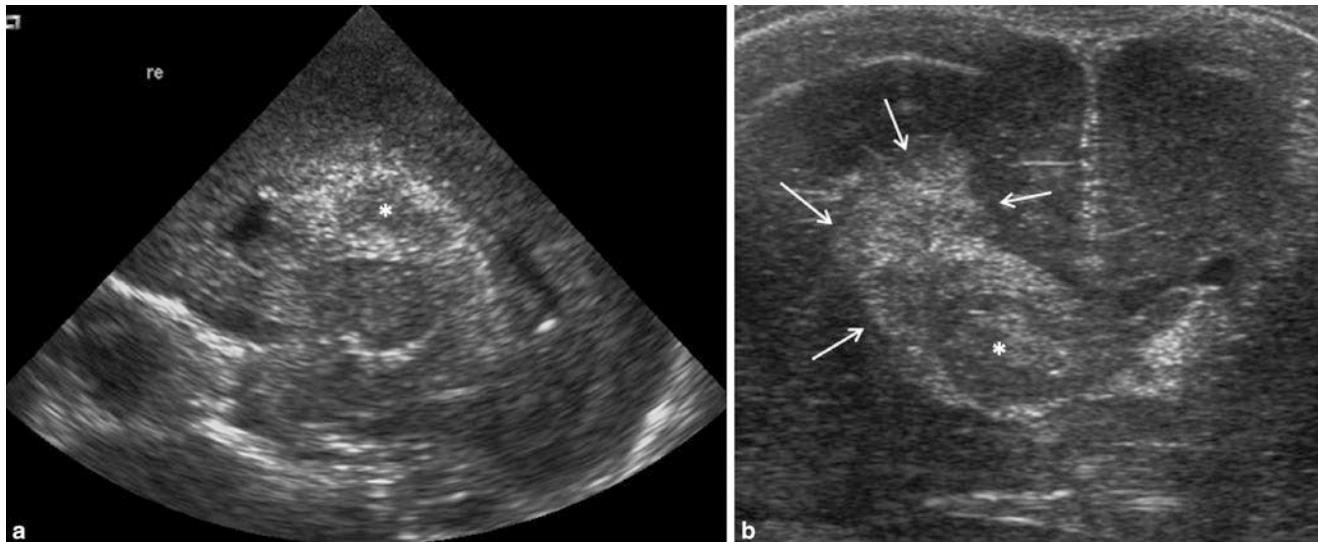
Sonographische Darstellung einer massiven Ventrikelausgussblutung im parasagittalen Längsschnitt bei einem extrem unreifen Frühgeborenen (a Grad 3) sowie einer Ventrikelblutung mit begleitendem hämorrhagischem Infarkt im Hirnparenchym (b Koronarschnitt, „Grad 4“)
